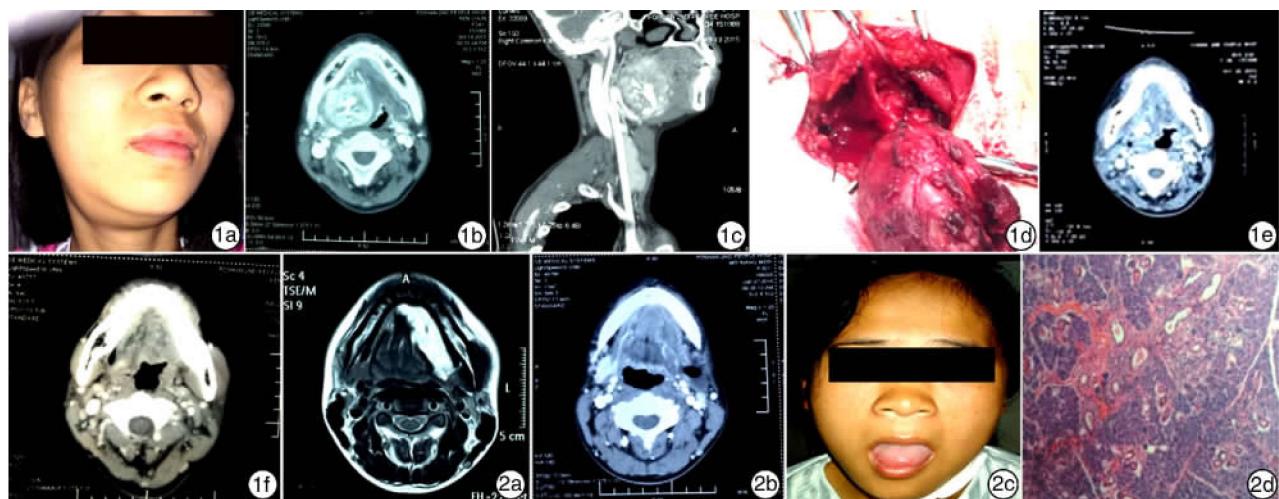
例1患者术前、术中及术后资料 1a:患者术前大体形态,可见右颌下区膨隆;1b:术前CT增强扫描示肿块影呈不均匀明显强化,其内见多发迂曲血管影;1c:CTA显示肿块分支血管与周围重要血管的关系;1d:术中较完整地切除血管畸形;1e:术后1周CT示右侧咽旁少量积气、积液,组织肿胀;1f:术后3个月CT示右侧咽旁及颌下软组织肿胀较前明显好转;
